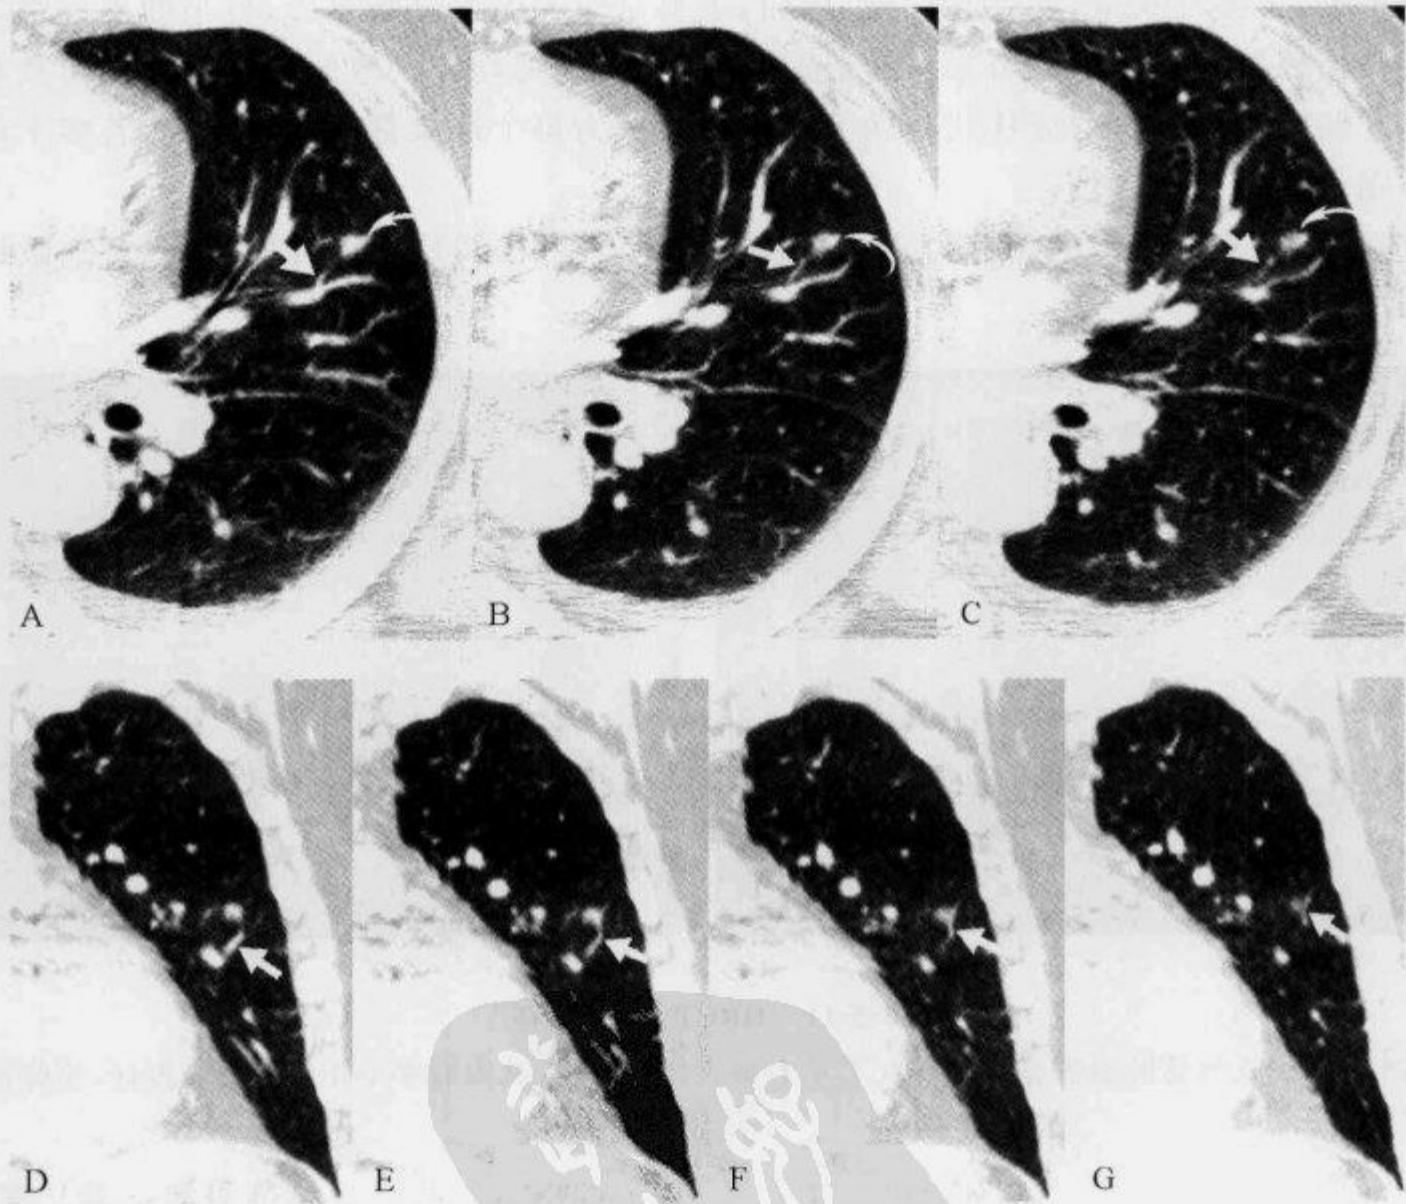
多排 CT 扫描示“供血血管征”(一)
